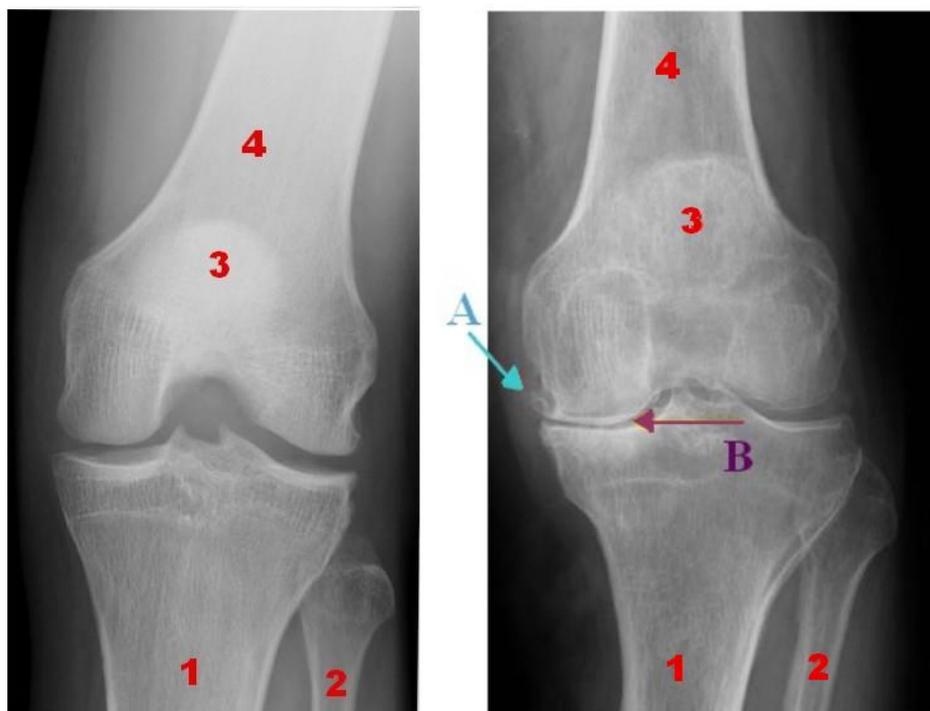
à gauche, radiographie d'un genou sain [12] ; à droite, radiographie d'une arthrose fémoro-tibiale [13]
